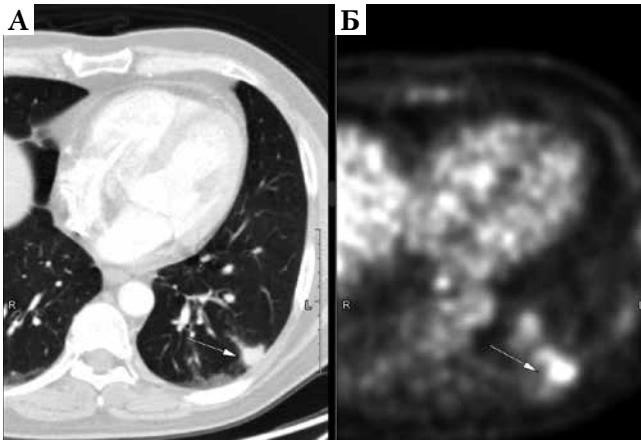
Пациент К. 30.06.2022 г. А) КТ. Легочное окно. Аксиальная плоскость. В субплевральных отделах С10 левого легкого неправильной формы очаг. Б) ПЭТ гиперфиксация радиофармпрепарата (фтордезоксиглюкоза) в очаге в С10 левого легкого SUV 4.49.
